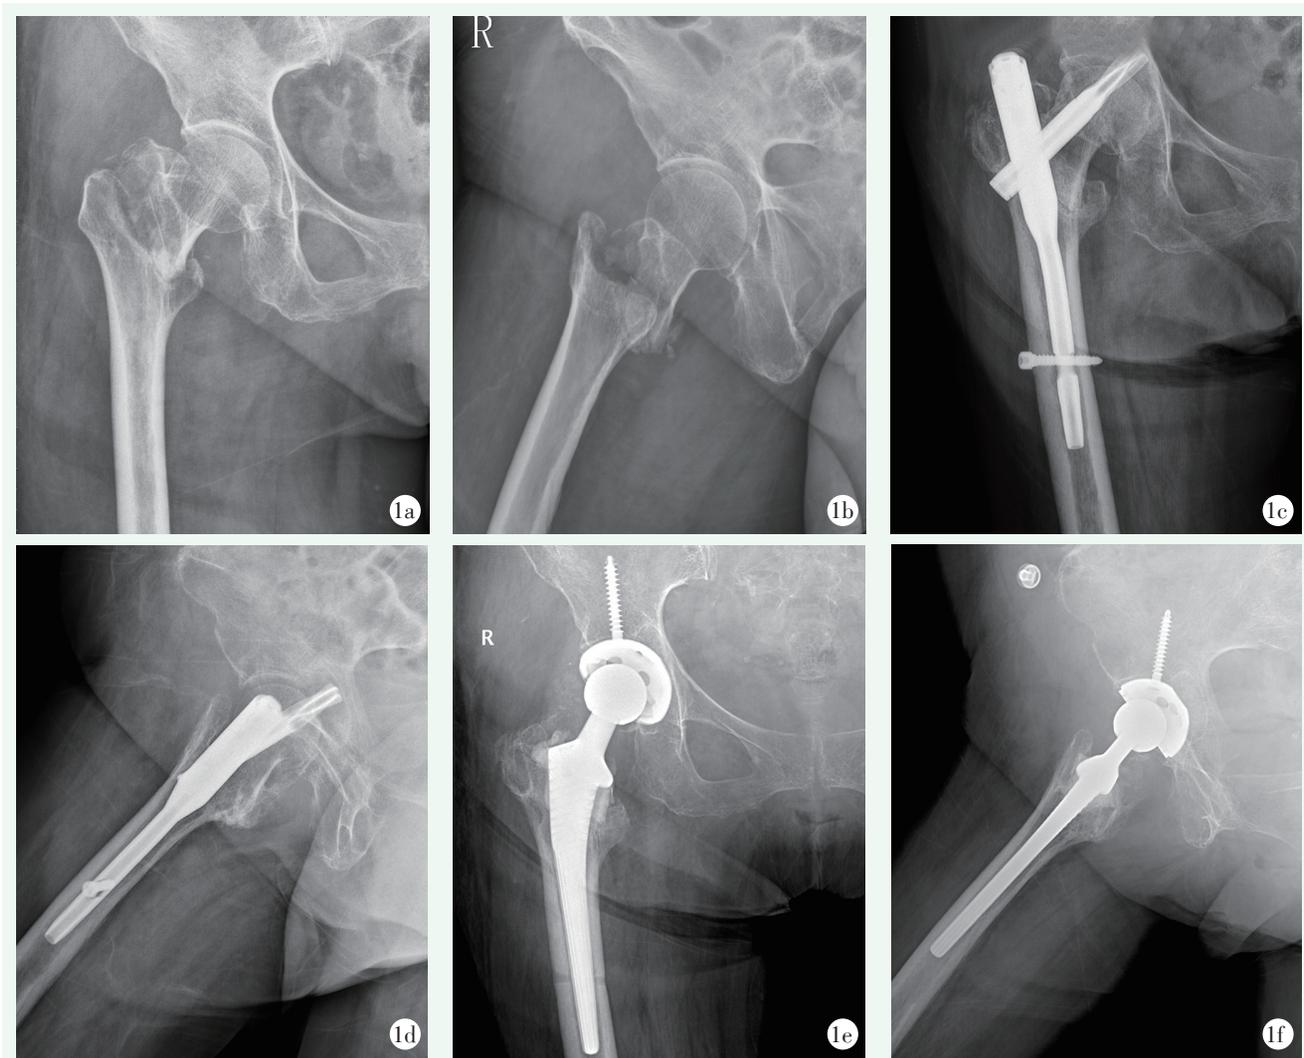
患者，女，75岁，右股骨粗隆间骨折内固定术后11个月，右髋部疼痛伴活动受限4个月入院 1a, 1b: PFNA术前髋关节正侧位X线片示右股骨粗隆间骨折，Evans-Jensen分型IV型 1c, 1d: PFNA术后4个月正侧位X线片示内固定失败，螺旋刀片切割股骨头，破坏髋臼 1e, 1f: THA术后13个月右髋关节正侧位X线片示髋臼及股骨假体稳定，位置良好
